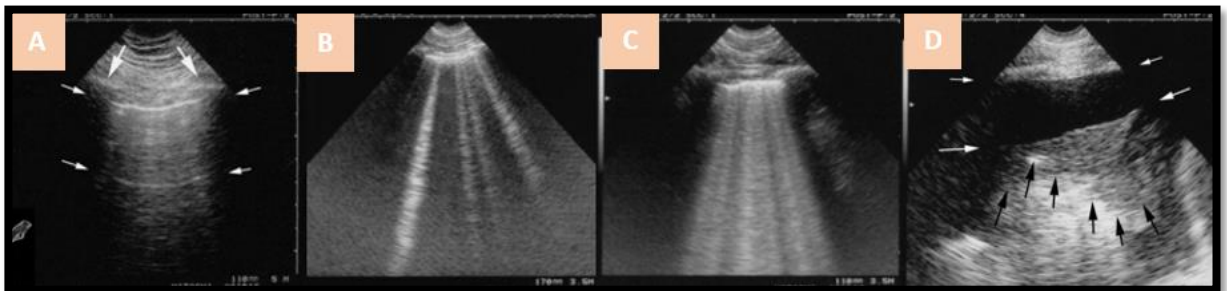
clichés d'imageries obtenus par échographie pulmonaire en fonction du niveau accordé pour le SAP.
